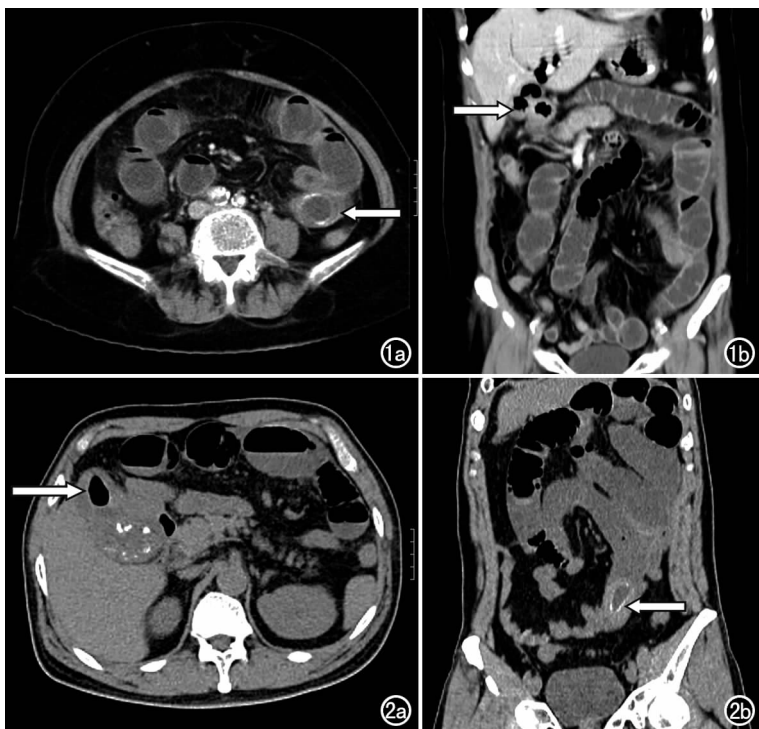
病例 1,CT 增强扫描。a) 空肠结石(箭),同心圆状,周边呈环形钙化; b) 冠状面重组图,示胆囊及肝内胆管积气,胆囊变形、萎缩(箭),同时显示小肠梗阻。图 2 病例 2,CT 平扫。a) 胆囊多发结石,囊内积气(箭),胆囊周围结构模糊; b) 冠状面重组图,示结石嵌顿于空回肠交界处(箭),上方肠管扩张、积液。
